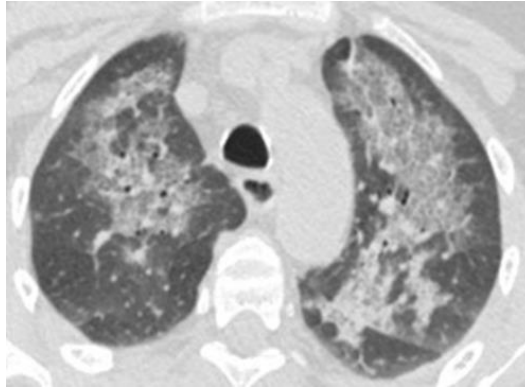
CT-Bild einer PCP-Pneumonie
